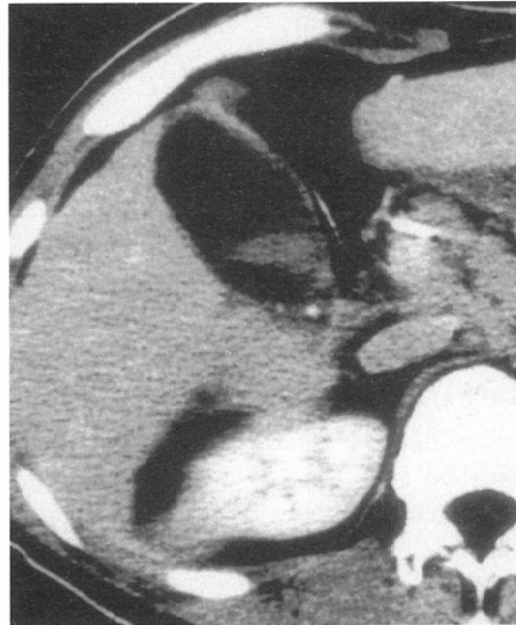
(B) Grade 1 gallbladder opacification. Contrast media is accumulated into the gallbladder with niveau shape. CT value of this high density is calculated as 64 H.U.
